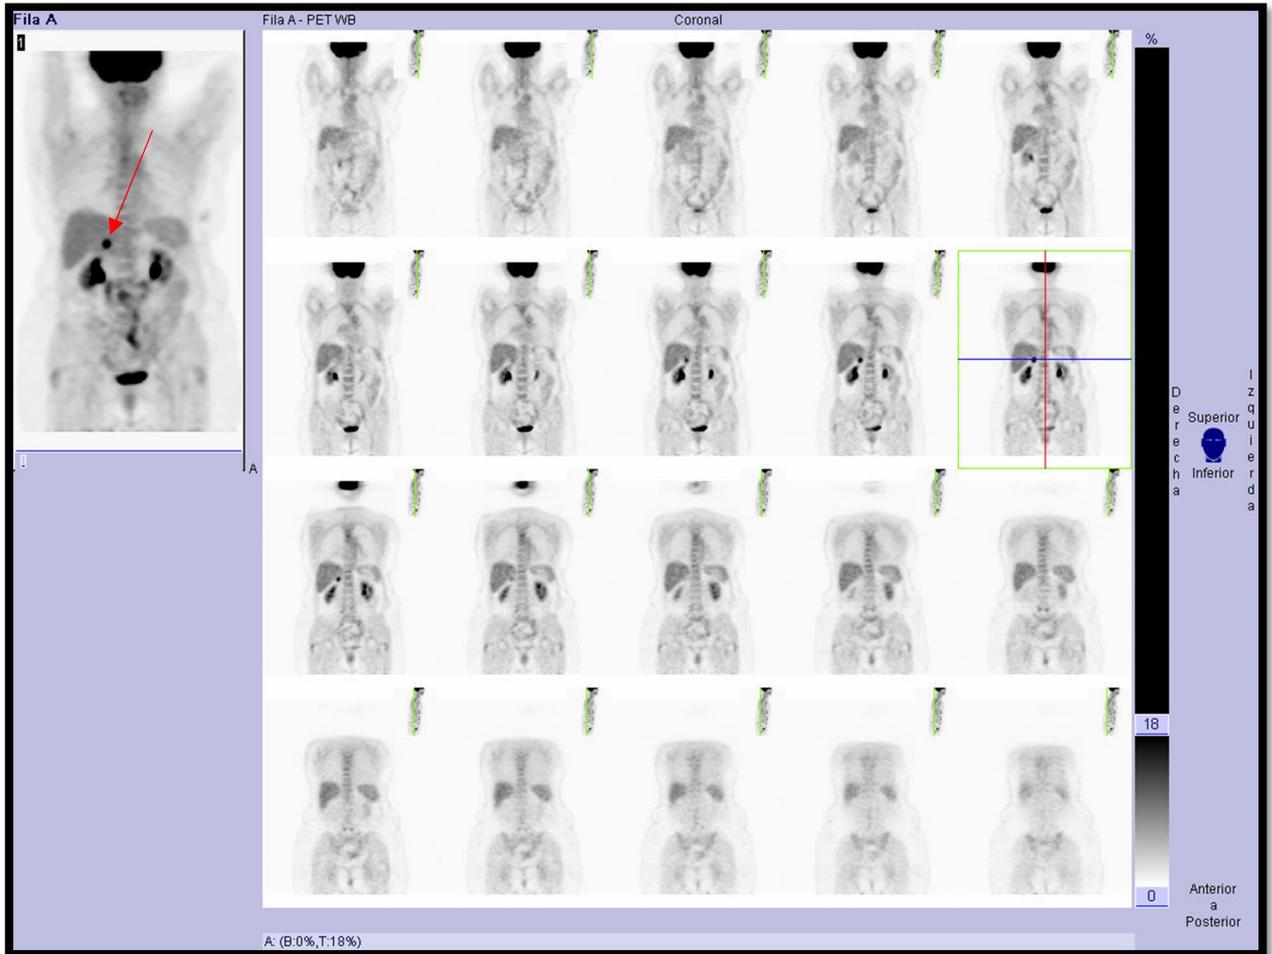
Imagen volumétrica y cortes coronales de la exploración con 18-F-FDG: Se observa captación fisiológica del radiotrazador y además un foco sospechoso de patología tumoral por su intensa actividad metabólica en región abdominal superior derecha (Flecha).
